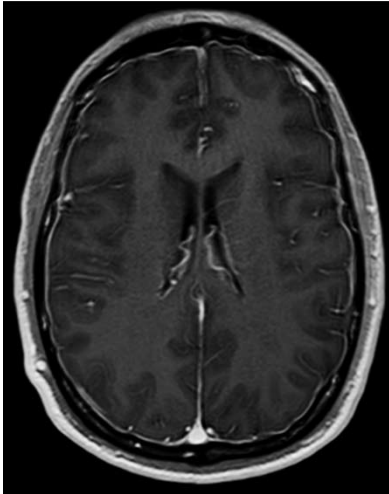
Imagen FLAIR de la misma paciente de la figura anterior, que muestra hiperintensidad paqui-meníngea difusa.
